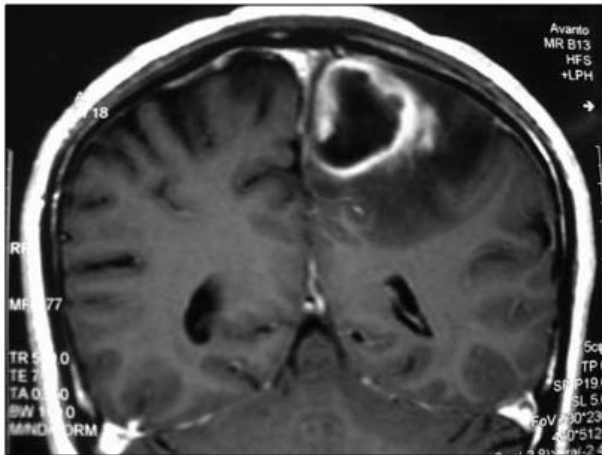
Abscess in the left posterior parietal lobe parasagittal location as depicted by coronal MRI brain.
